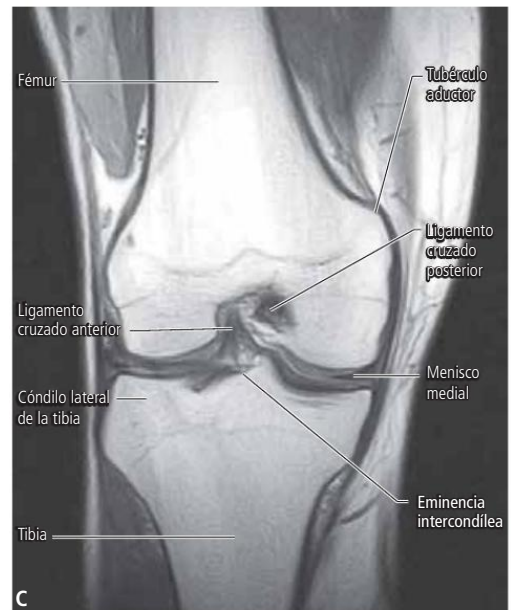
Imágenes de resonancia magnética. A. Corte sagital de la rodilla a nivel del ligamento cruzado posterior (se observa hipointenso). B. Corte sagital de la rodilla a nivel del ligamento cruzado anterior (se observa hipointenso). C. Corte coronal de la rodilla derecha que atraviesa la eminencia intercondílea. Se observan los meniscos hipointensos.
